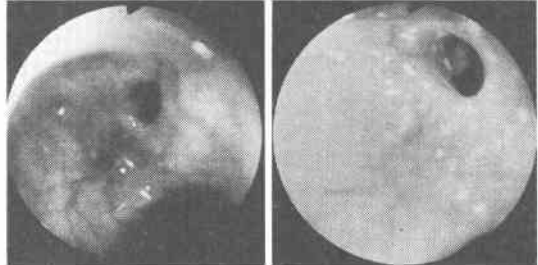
Operative findings. No inflammatory changes and adhesion were observed around the fistula. The string, which was not detected by Xray examination, was also exposed (taping, right side).
